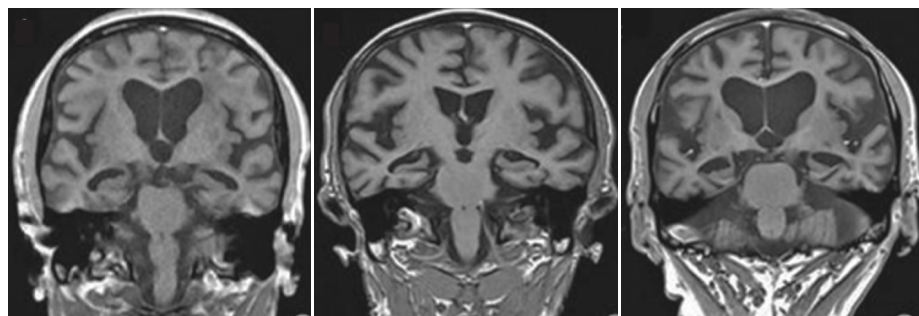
1例晚期AD病人脑部MRI示双侧脑室颞角明显扩大,双侧颞叶、海马明显萎缩,双侧顶叶明显萎缩
